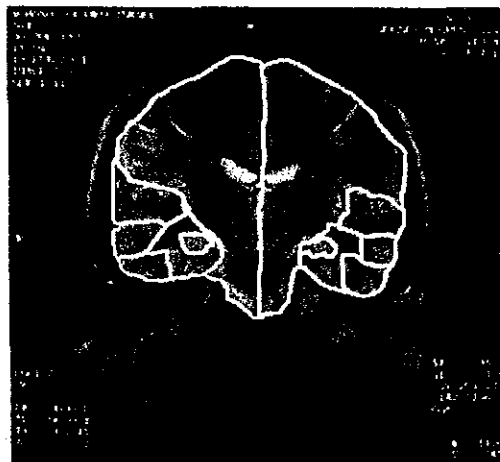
Corte coronal del cerebro en T2, al nivel de la cruz del fórnix en una RMN. Se puede observar con líneas de color blanco el contorno de los hemisferios cerebrales, lóbulo temporal superior, lóbulo temporal medial, lóbulo temporal inferior y el complejo amígdala-hipocampo. A la derecha de la imagen se aprecia la escala en cm considerada en cada medida realizada.
